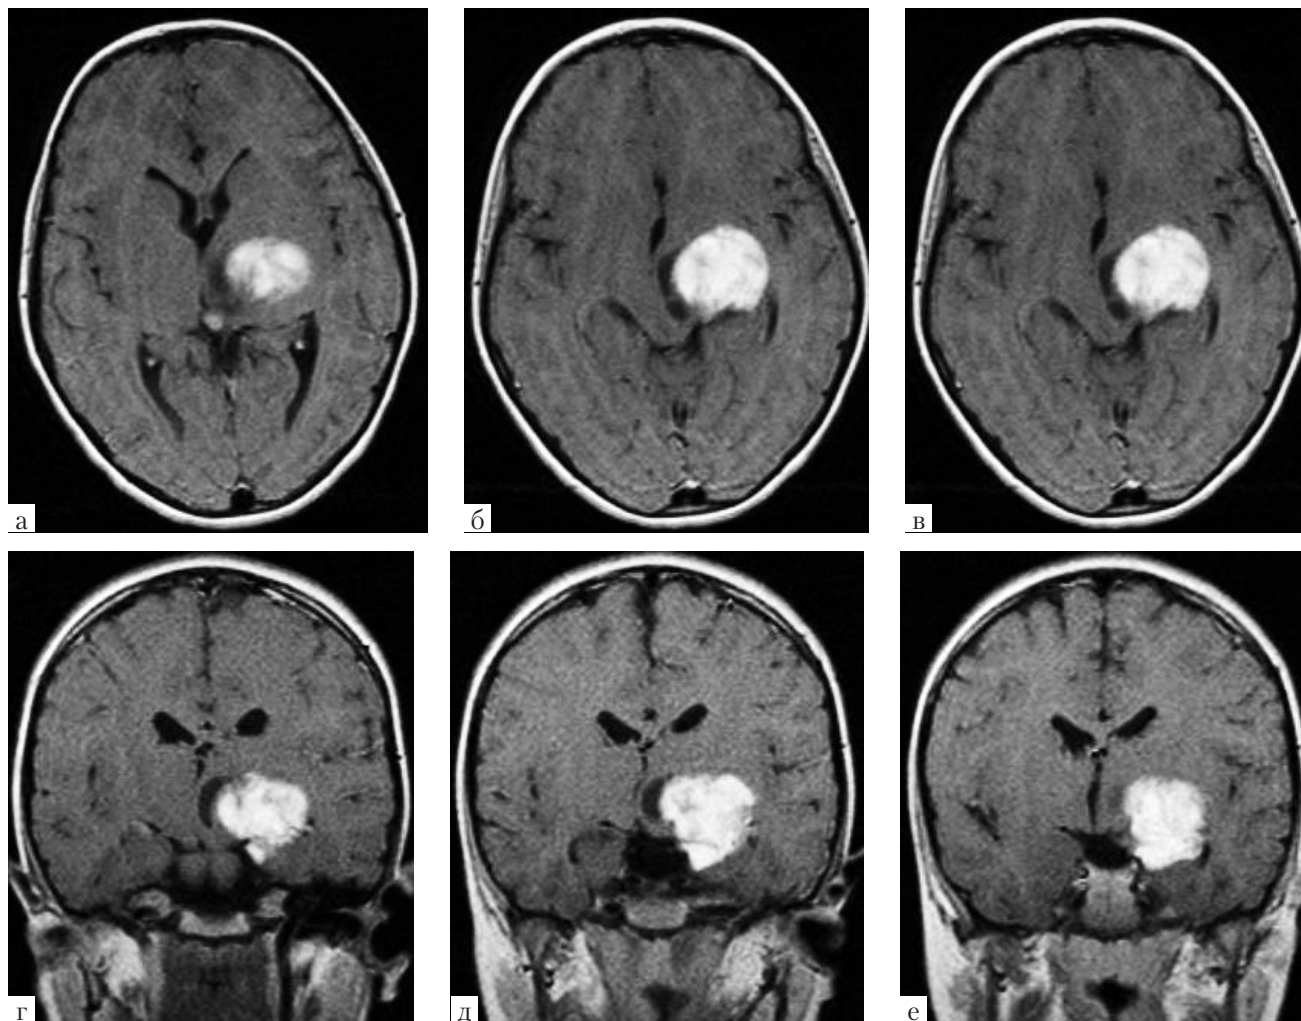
МРТ головного мозга в режиме T1 с контрастным усилением в аксиальной (а, б, в) и фронтальной проекциях (г, д, е). Опухоль расположена в области подкорковых узлов и зрительного тракта слева, деформирует прилежащие отделы зрительного бугра, внутреннюю капсулу, III желудочек, медиальные отделы височной доли. Образование имеет четкую границу с прилежащим мозгом, гомогенно и интенсивно накапливает контрастное вещество, содержит небольшую кисту в медиальных отделах
